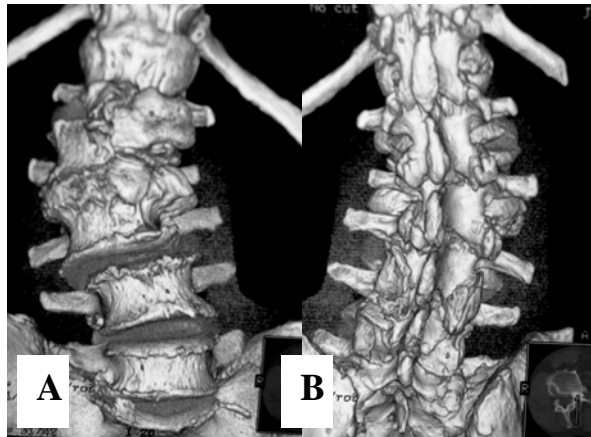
TAC 3D de coluna lombar com patologia degenerativa grave, (A) face anterior, (B) face posterior
